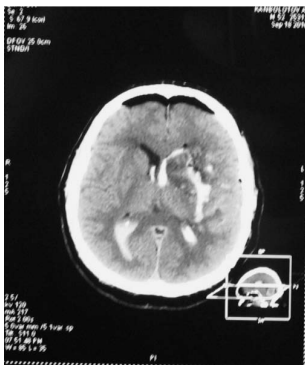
МСКТ-снимок головного мозга больного К., 60 лет. 1-е сутки после открытого удаления путамённой гематомы слева.
